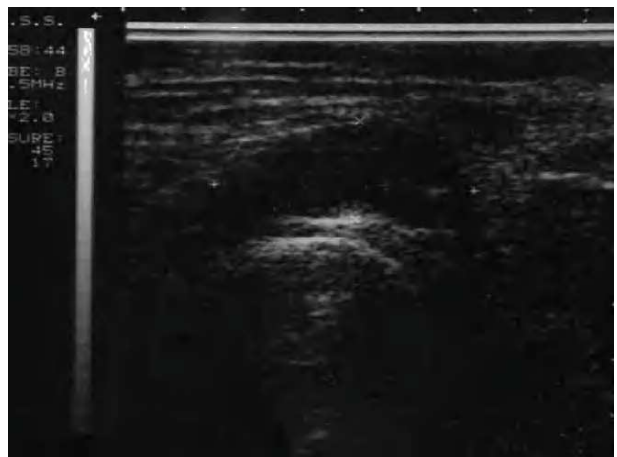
Imagen por ultrasonidos de la bursitis del psoas.
